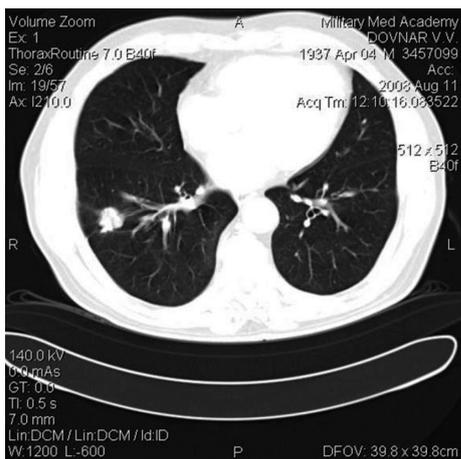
Компьютерная томограмма органов грудной клетки больного Б., аксиальный срез
